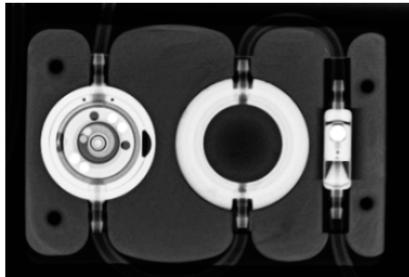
X-ray image of Valve Board with proGAV 2.0 with Prechamber, lumbar right
